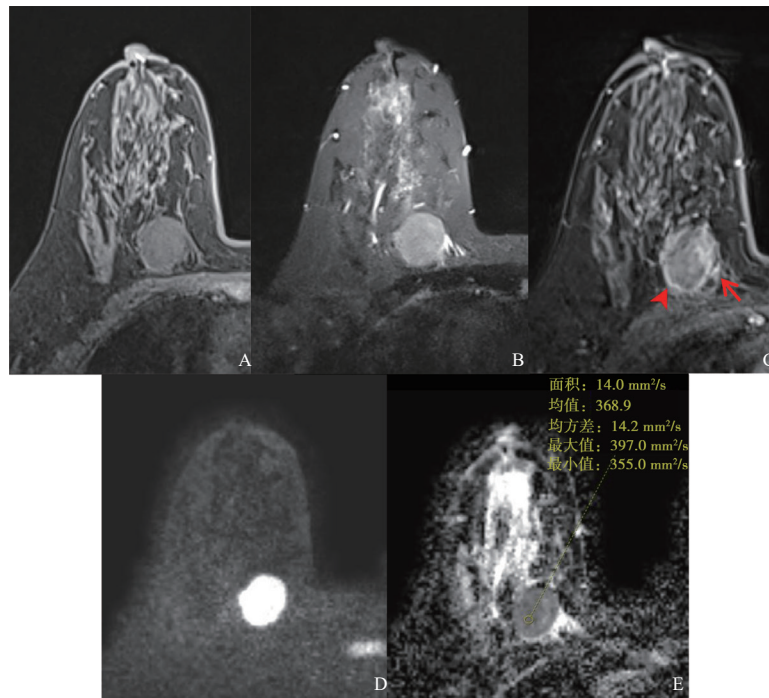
典型病例2 (患者, 女性, 47岁, PB-DLBCL) MRI表现
